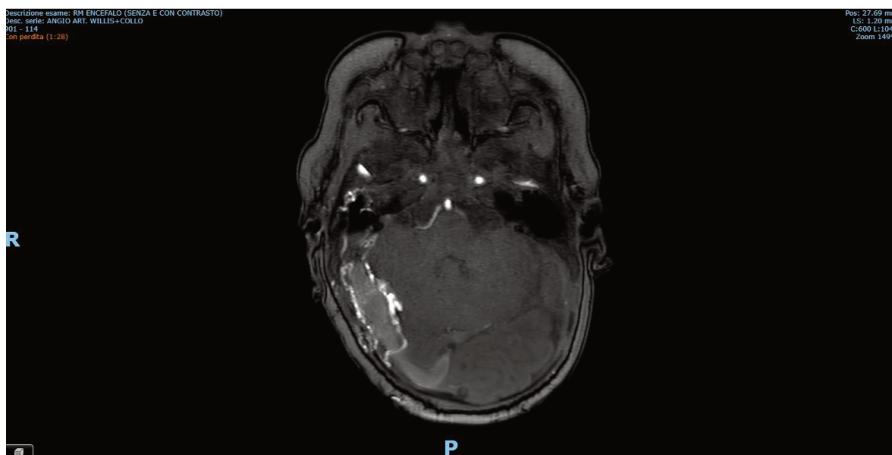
Sezione assiale della RM encefalo che mostra FAV durale ad alto flusso in sede temporale infero-posteriore destra. Rami ipertrofici di pertinenza della arteria carotide esterna destra assumono decorso periferico tortuoso per convergere in un nidus vascolare di circa 2 cm di diametro, con strutture venose ectasiche che drenano nell'adiacente seno trasverso-sigmaideo destro.
